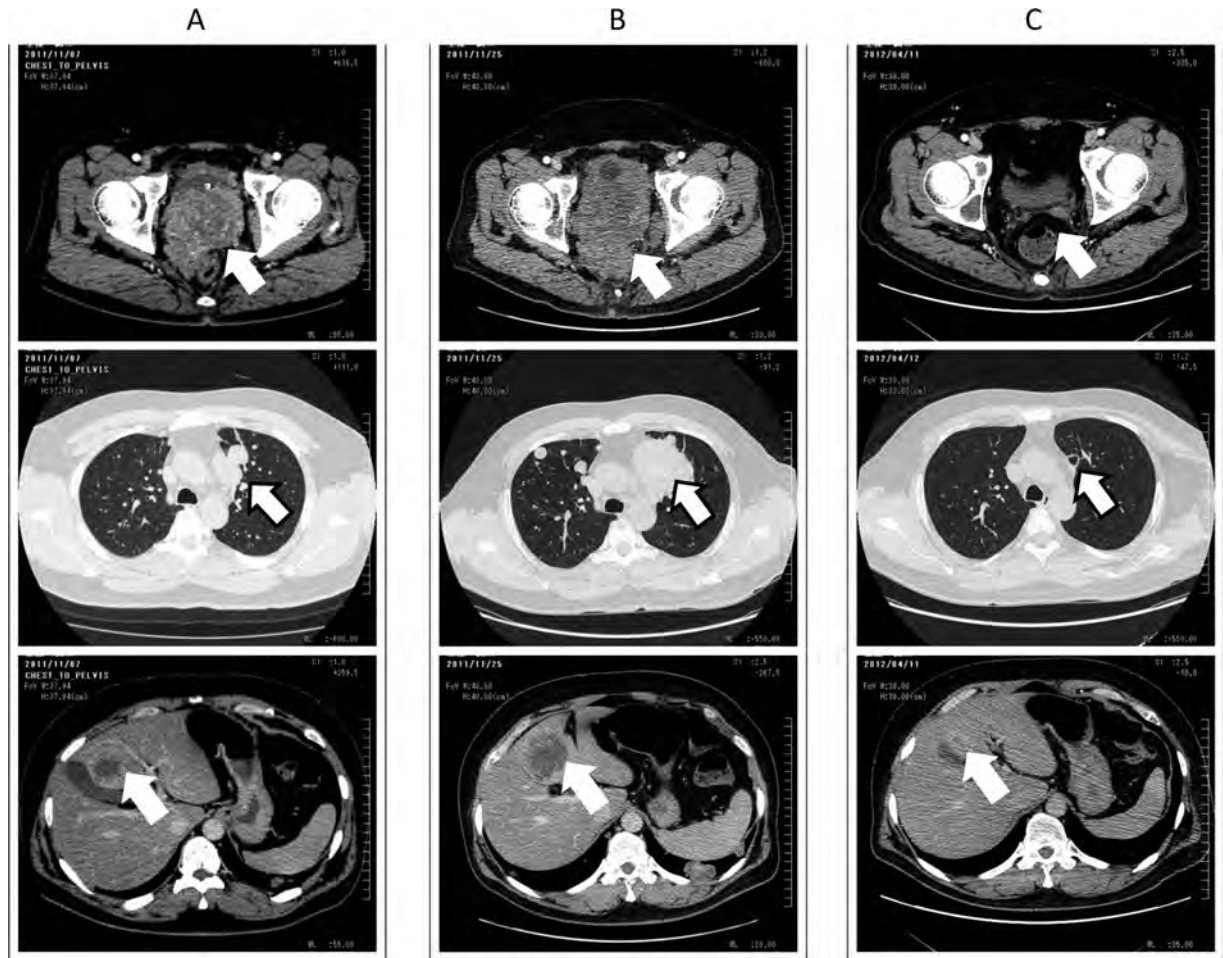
Computerized tomography of prostate sarcoma, lung and liver metastases (arrows). The tumor progressed markedly in 18 days (A and B). After 5 courses of the chemotherapy, the primary prostate tumor decreased markedly, and the lung and liver metastases were almost disappeared (C).
